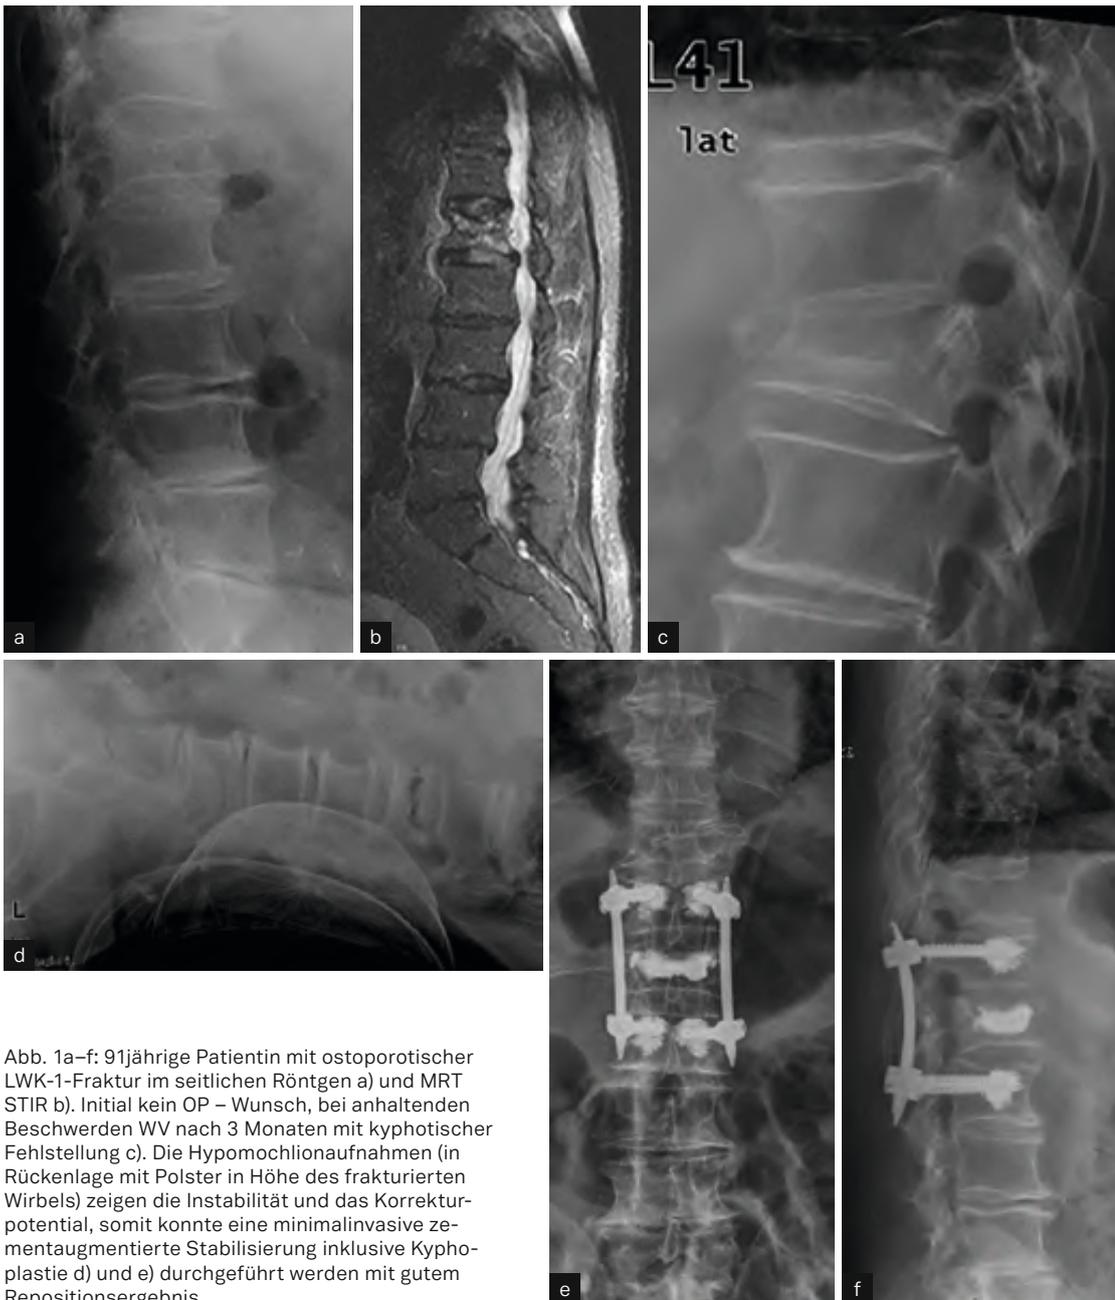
91jährige Patientin mit osteoporotischer LWK-1-Fraktur im seitlichen Röntgen a) und MRT STIR b). Initial kein OP – Wunsch, bei anhaltenden Beschwerden WV nach 3 Monaten mit kyphotischer Fehlstellung c). Die Hypomochlionaufnahmen (in Rückenlage mit Polster in Höhe des frakturierten Wirbels) zeigen die Instabilität und das Korrekturpotential, somit konnte eine minimalinvasive zementaugmentierte Stabilisierung inklusive Kyphoplastie d) und e) durchgeführt werden mit gutem Repositionsergebnis.
